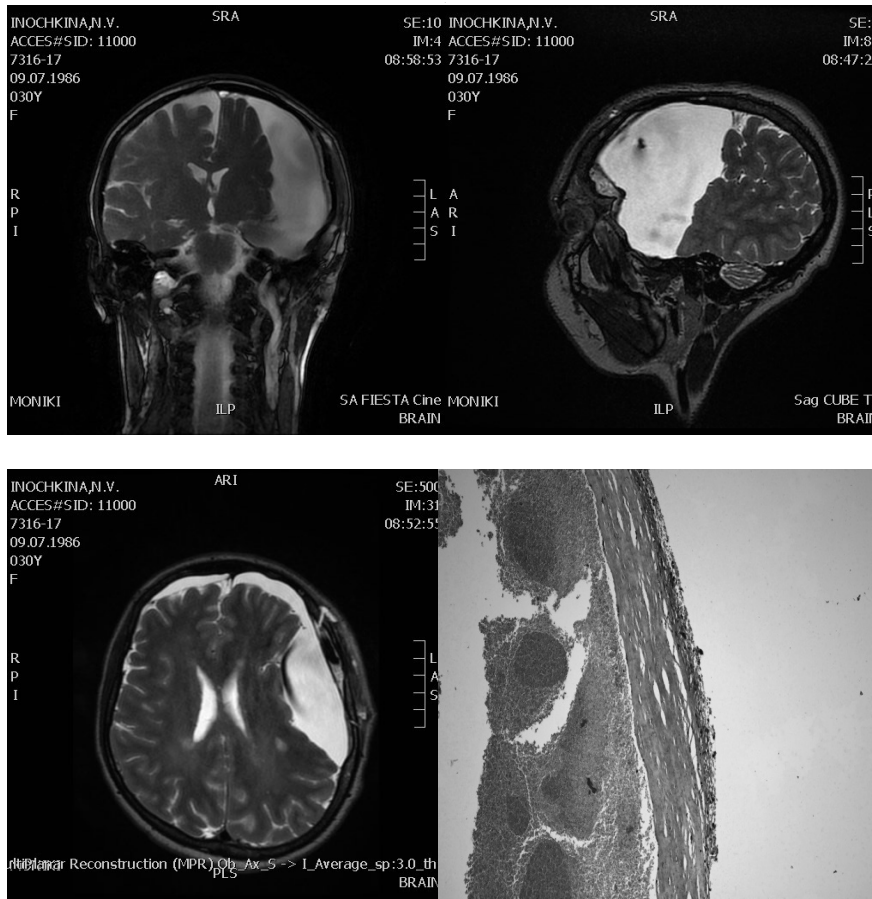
МРТ гигантской АК левой гемисферы. Стенка АК 2 типа.
